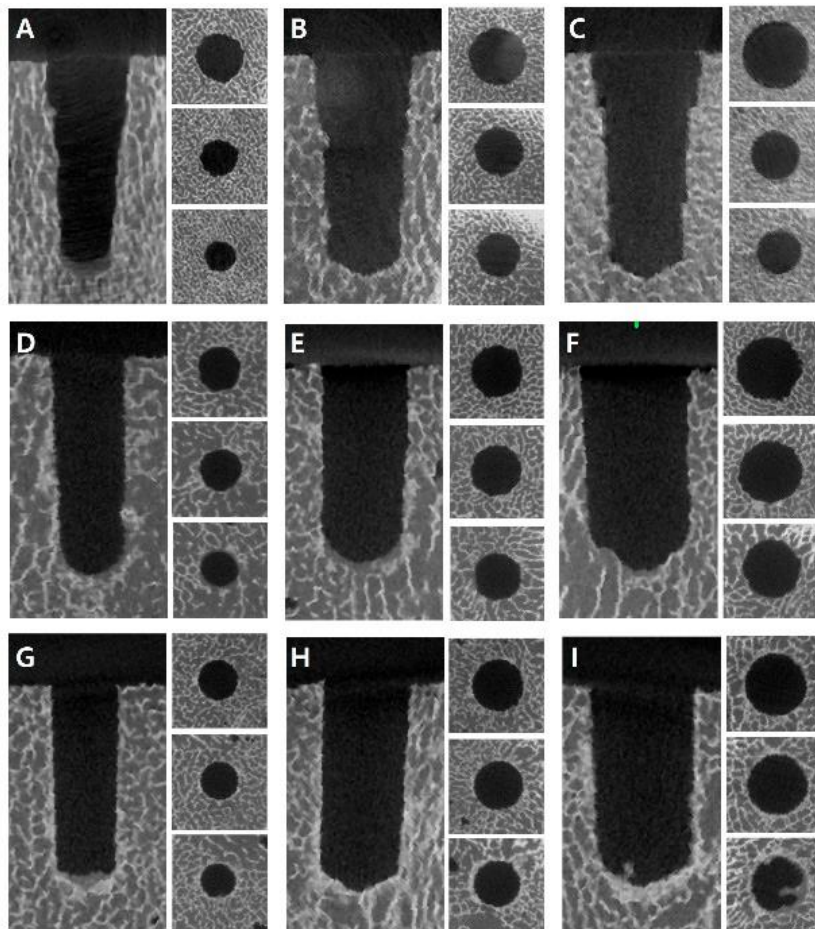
Comparação da densidade óssea à volta dos orifícios de perfuração em imagens de tomografia por emissão de micropositrões/tomografia computadorizada de acordo com os diâmetros e técnicas: (A) técnica convencional com perfuração de 3,8 mm; (B) técnica convencional com perfuração de 4,8 mm; (C) técnica convencional com perfuração de 5,8 (D) técnica de osseodensificação no sentido horário com perfuração de 3,5 mm (E) técnica de osseodensificação no sentido horário com perfuração de 4,5 mm; (F) técnica de osseodensificação no sentido horário com perfuração de 5,5 mm; (G) técnica de osseodensificação no sentido contrário ao dos ponteiros do relógio com perfuração de 3,5 mm; (H) técnica de osseodensificação no sentido contrário ao dos ponteiros do relógio com perfuração de 4,5 mm; (I) técnica de osseodensificação no sentido contrário ao dos ponteiros do relógio com perfuração de 5,5 mm. Adaptado de (114)
